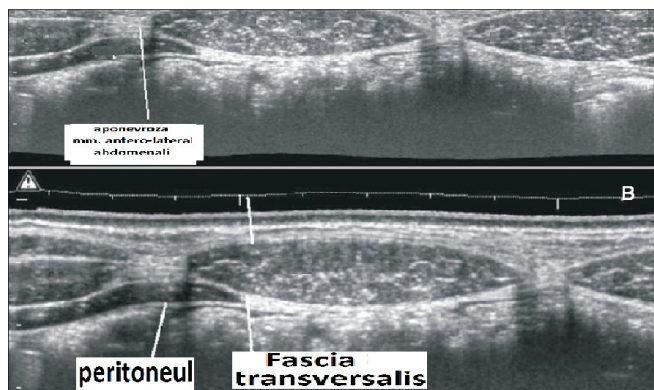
Examinarea ultrasonografică a mm. dreپți abdominali în contracție și decontractie. Imagine longitudinală b. Imagine transversală
